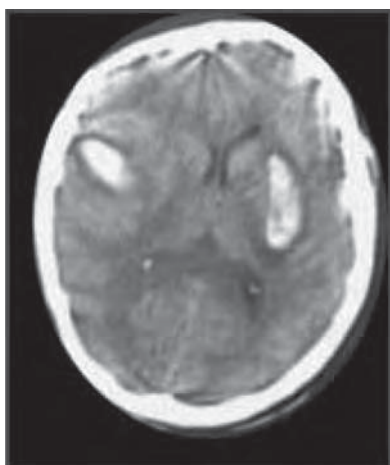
/7.- TAC de cráneo. Hematomas cerebrales múltiples post-parto.
